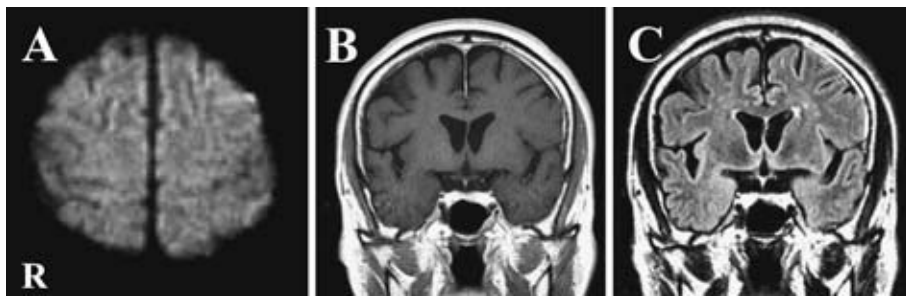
Follow-up brain MRI performed on the 39th hospital day (A-C).
